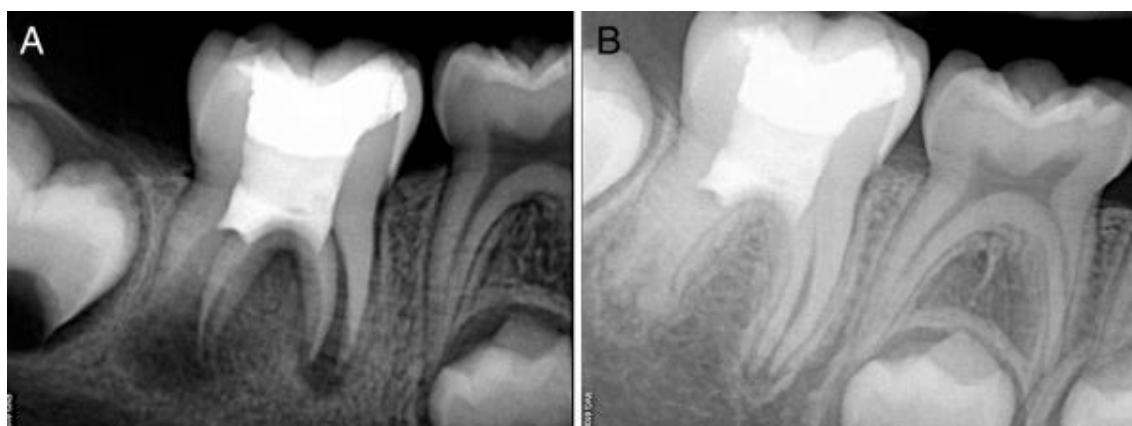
Primeiro molar inferior direito. Aumento do espessamento das paredes do canal e continuação da maturação da raiz após a revascularização. (A) Radiografia pós-operatória. (B) Radiografia de seguimento aos 18 meses. Adaptado de (Bukhari et al., 2016)
